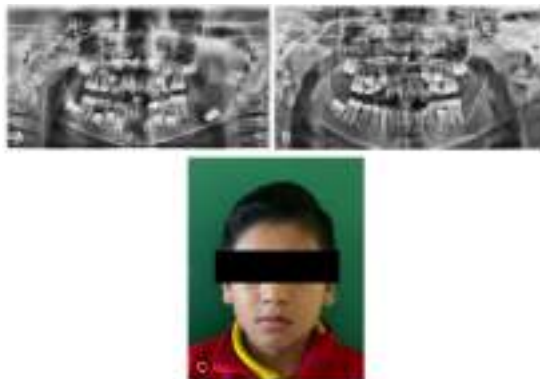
A) Ortopantomografía inicial que muestra imagen defecto óseo de cuerpo mandibular izquierdo, bien delimitado con bordes escleróticos, en asociación al órgano dental 37. B) Ortopantomografía de control postquirúrgica a los 12 meses posoperatorios con formación ósea en el sitio del defecto inicial y ausencia de signos sugestivos de recidiva; C) Fotografía extraoral de control a los 12 meses posoperatorios.
